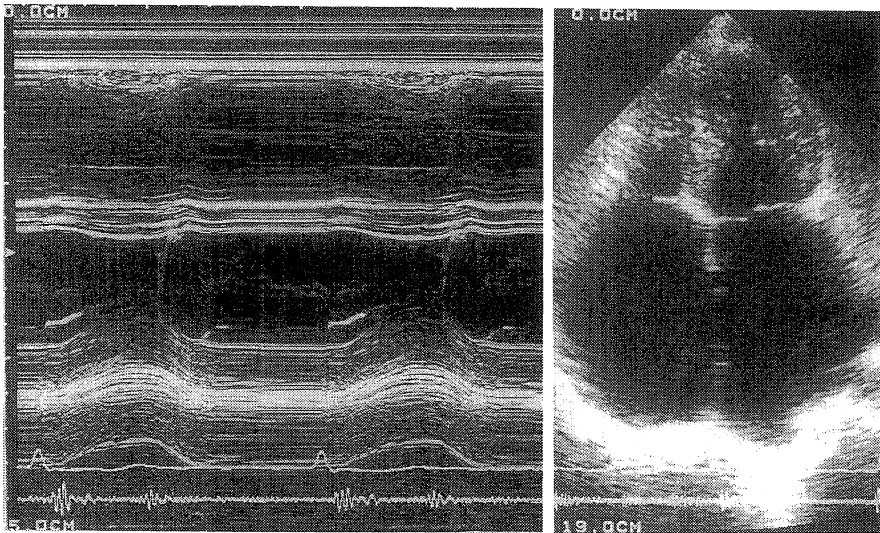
Echocardiography on admission.
